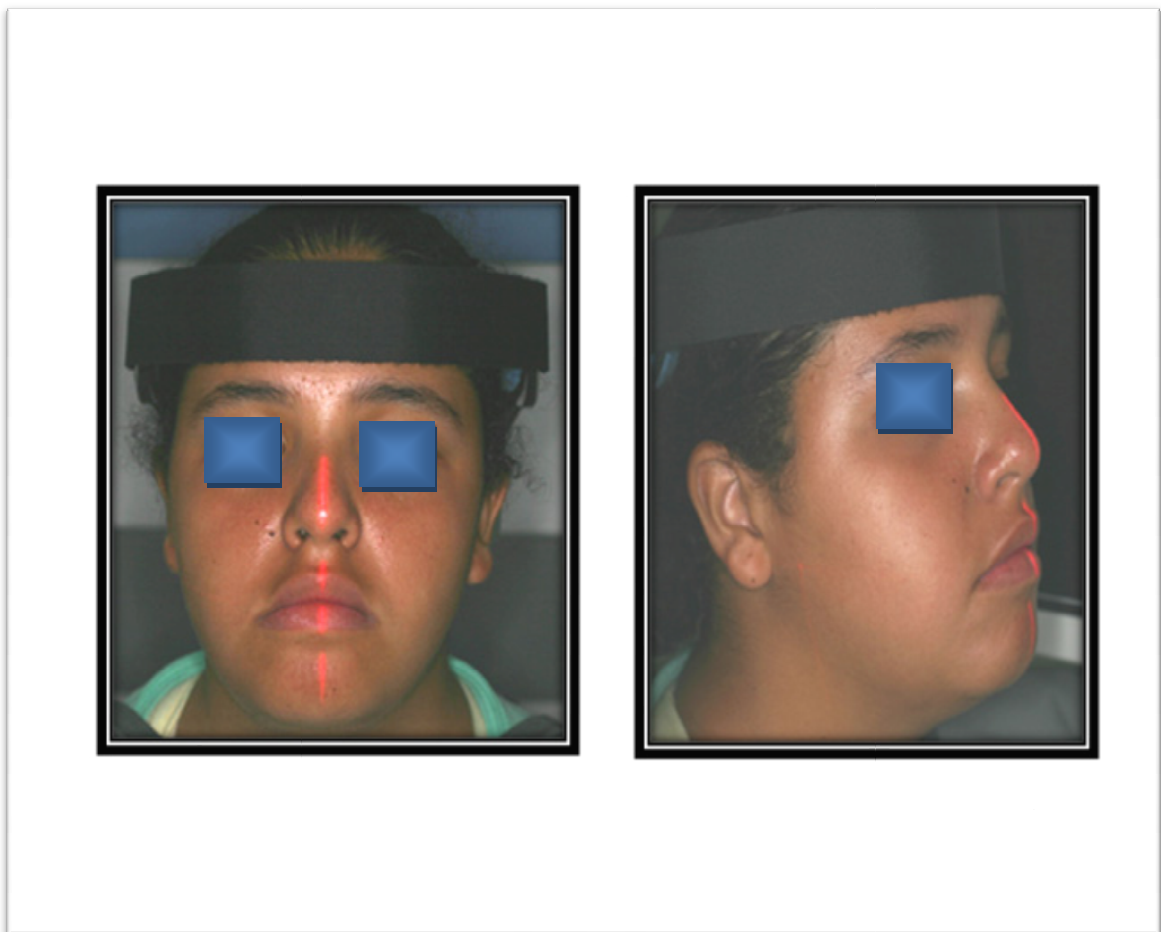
Posicionamento da cabeça do indivíduo no equipamento de tomografia.
